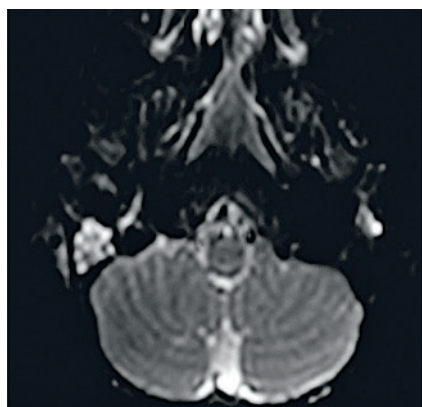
Предоперационная МРТ, DWI режим
